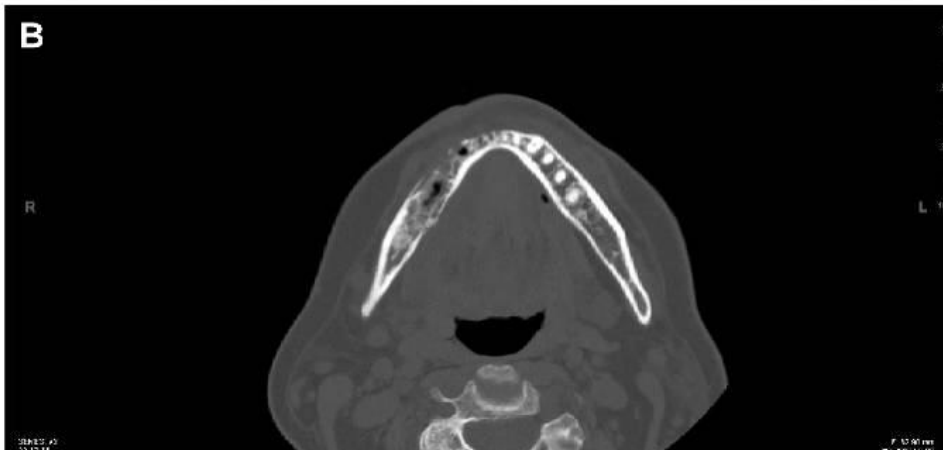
Radiographic presentation of osteonecrosis of the right mandible after debridement in February 2008. A, The panoramic radiograph shows the extent of the debridement. B, Computed tomogram shows postsurgical improvement of the right mandibular quadrant
